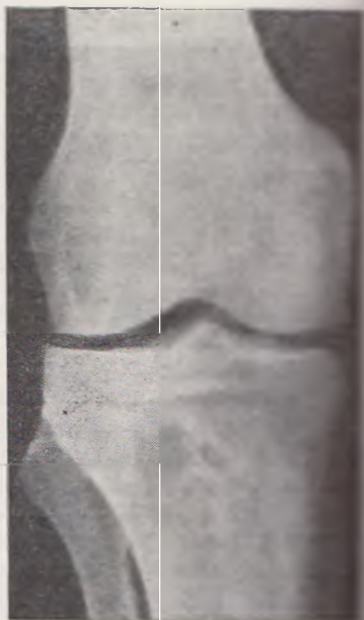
Рентгенограмма после оперативного лечения перелома медиального мыщелка голени с вывихом наружного мыщелка с помощью костной трансплантации.
